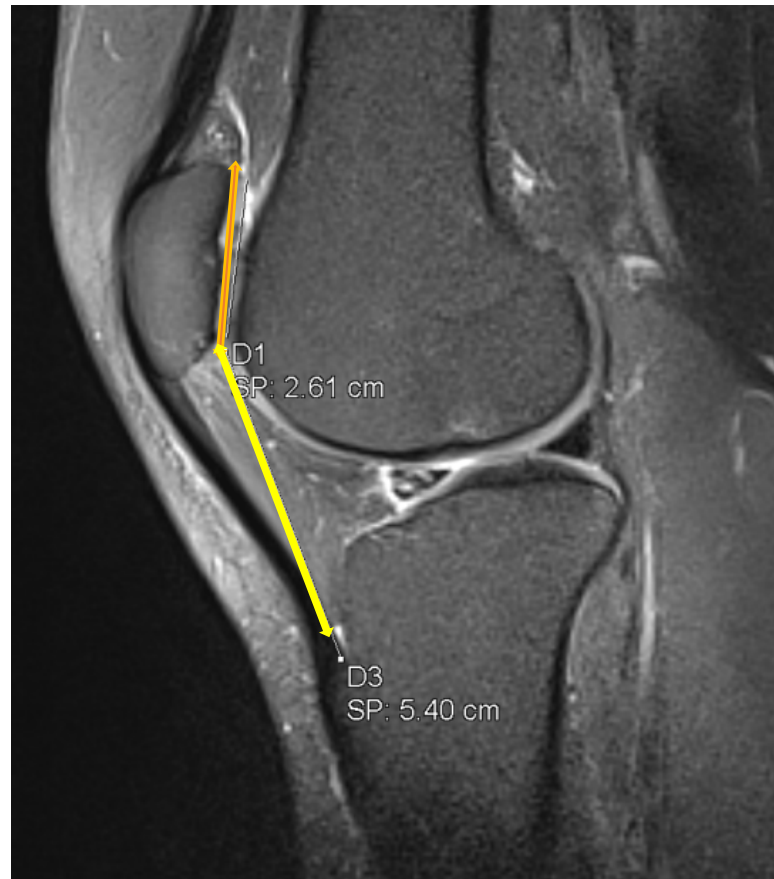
IRM du genou en coupe sagittale : Ratio d'Insall modifié = 2,27
